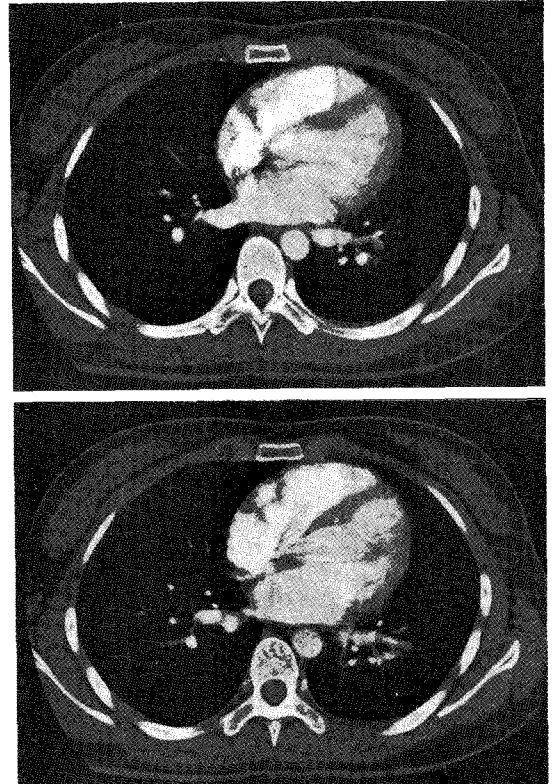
CHEST CT scans at Post-embolization 16th day Chest CT scans show not remarkable finding.
